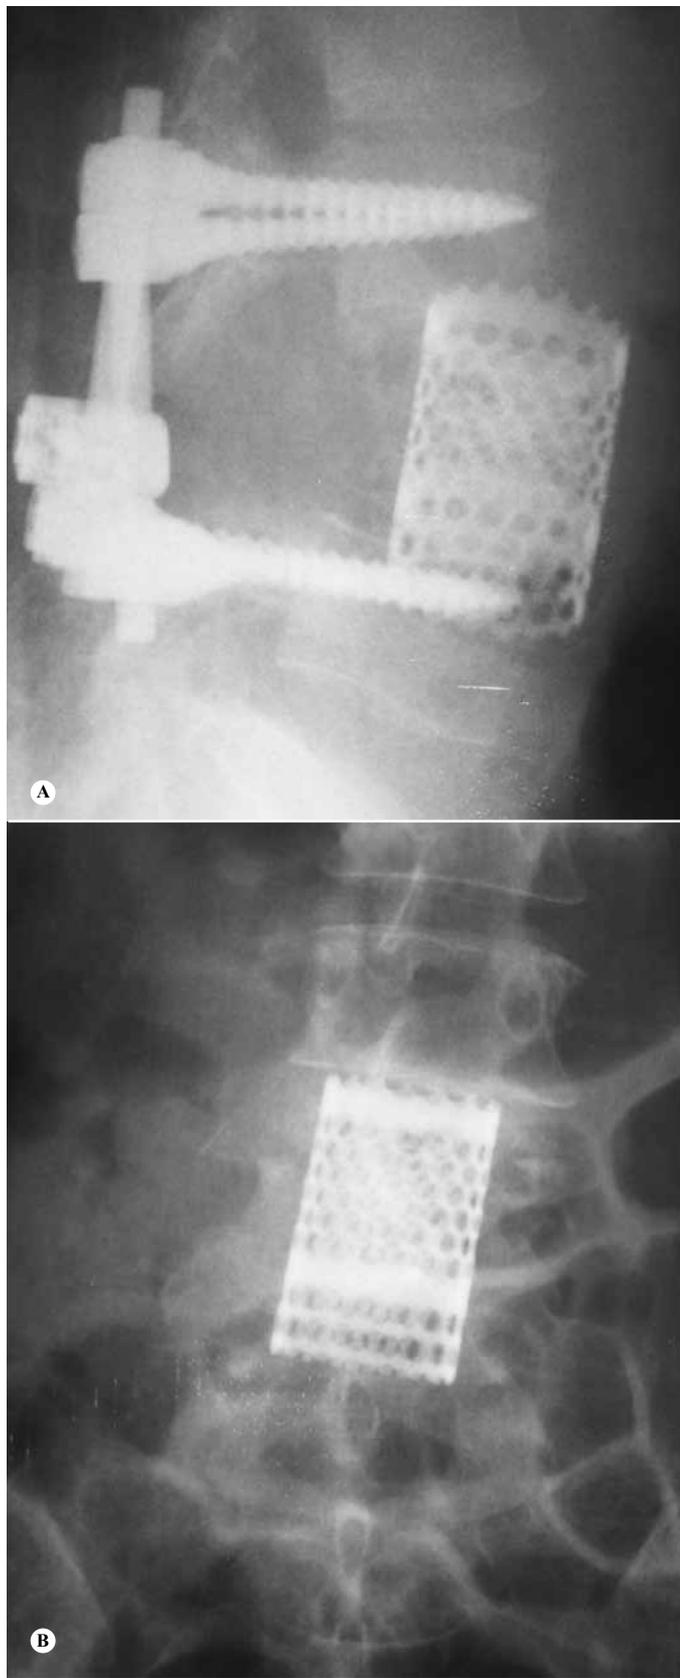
Radiografias pós-operatórias da coluna lombar evidenciando ressecção do corpo vertebral de L4 e artrodese anterior com gaiola de titânio, em anteroposterior (A), e descompressão medular e artrodese posterior com parafusos pediculados, em perfil (B).
